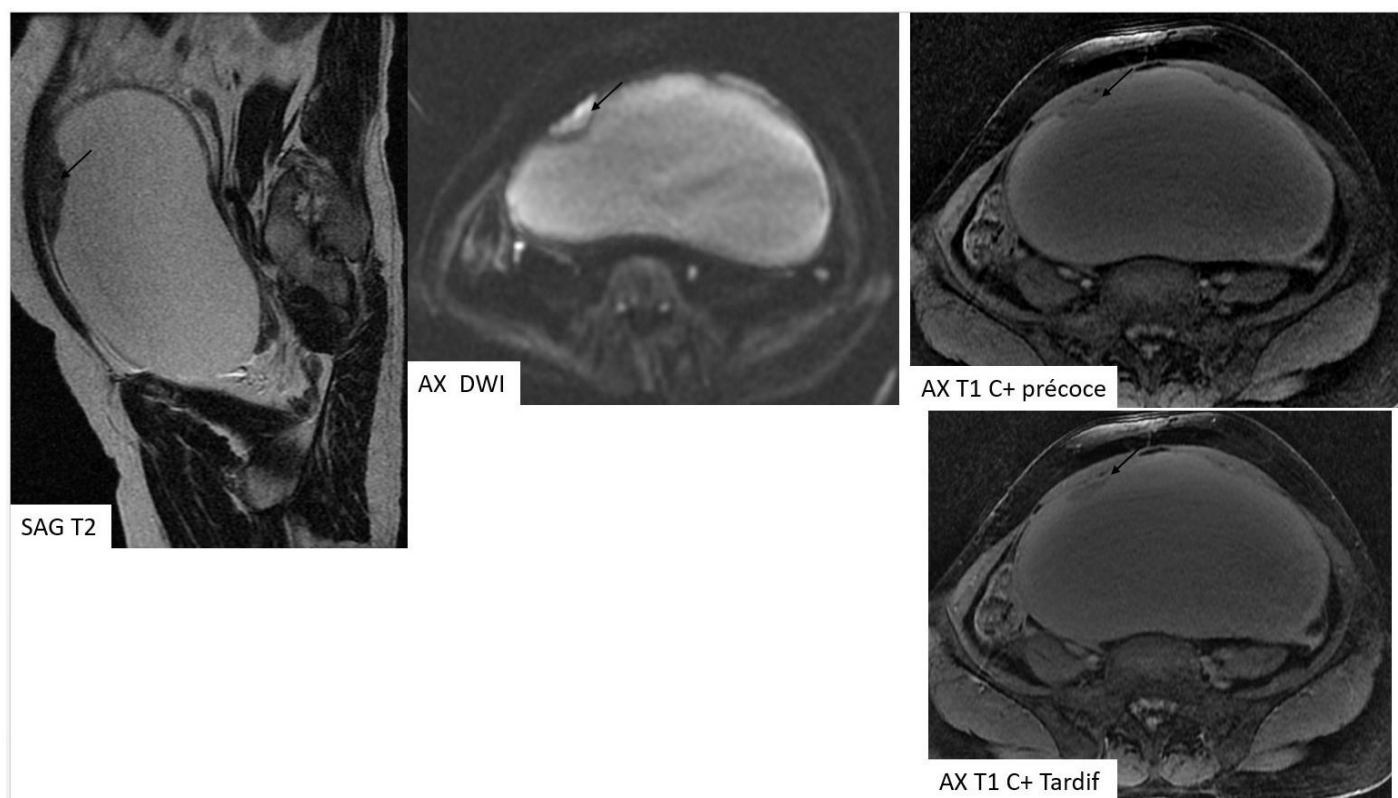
bis : IRM pelvienne montrant une composante solide, restrictive en DWI, se rehaussant précocement avec un lavage tardif évoquant une lésion maligne. Non-prise en considération lors de la première interprétation à l'origine de l'erreur diagnostic.
